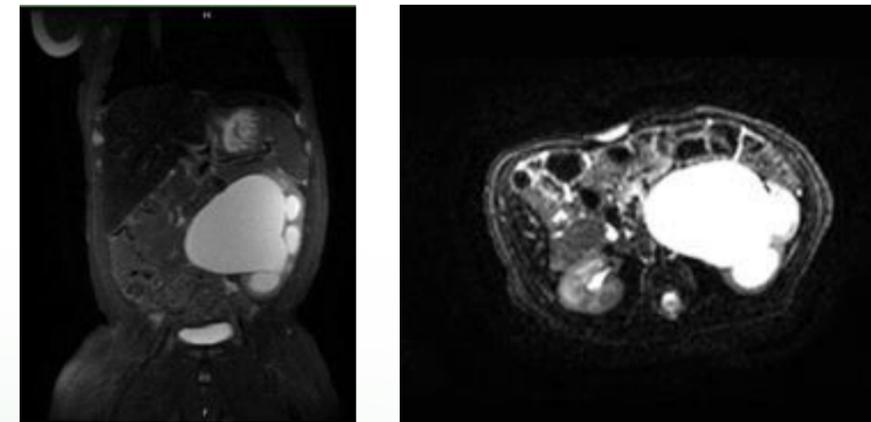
移除PCN一週後追蹤之MRI。嚴重左側腎水腫，腎盂輸尿管交界阻塞（Ureteropelvic junction (UPJ) obstruction）。
